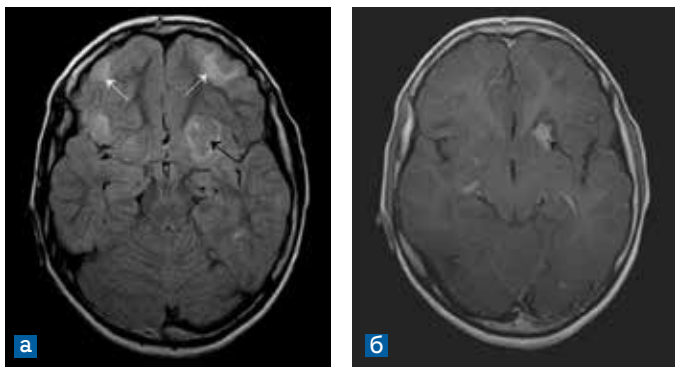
МРТ, аксиальные срезы. *а)* Flair изображение; *б)* постконтрастное T1-взвешенное изображение. Атипичный тубер, накапливающий контрастный препарат (черная стрелка)
